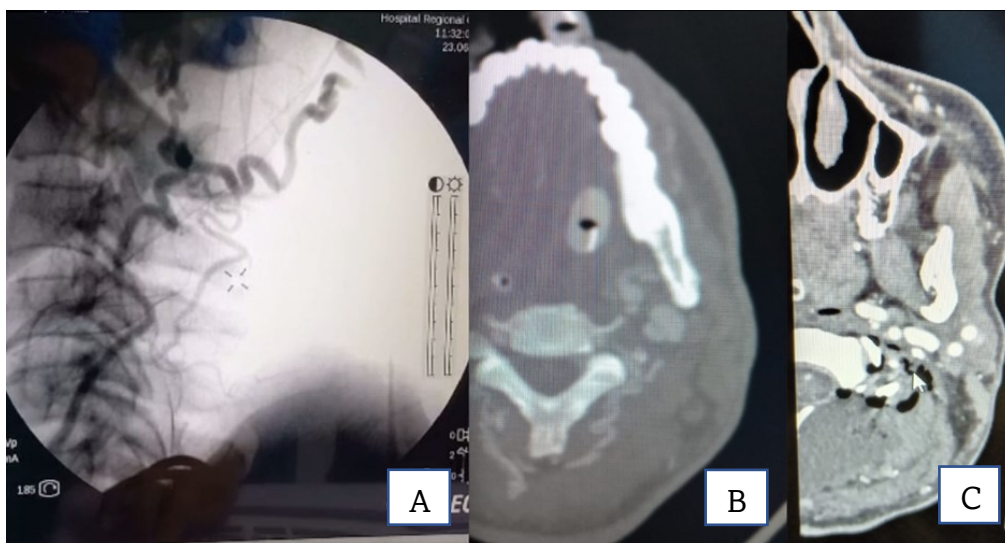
A. Malformación vascular fistulosa de la arteria vertebral extracraneal izquierda a nivel de C2. B-C. Angiotomografía preoperatoria y postoperatoria que muestra la oclusión de la malformación fistulosa tras el tratamiento quirúrgico.
